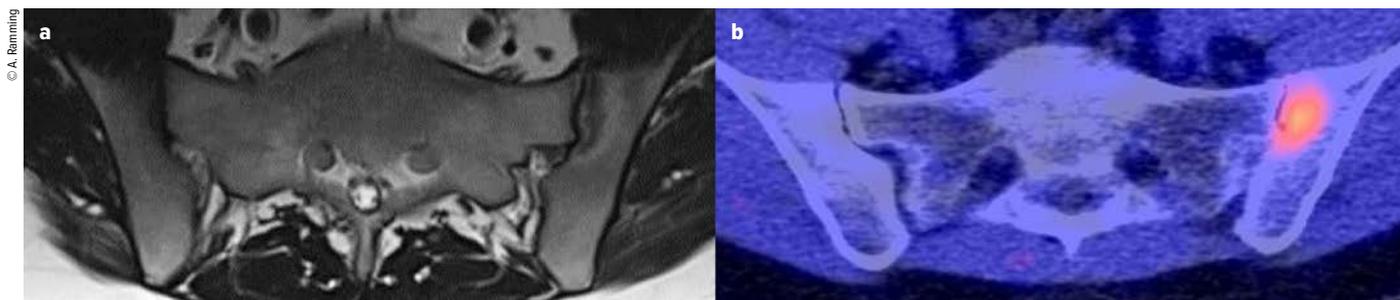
Die im MRT (a) detektierten Gelenksschädigungen korrelieren mit der Signalintensität im FAPI-PET-CT (b). MRT-Läsionen ohne Gelenksschaden liefern hingegen kein Signal im FAPI-PET/CT
